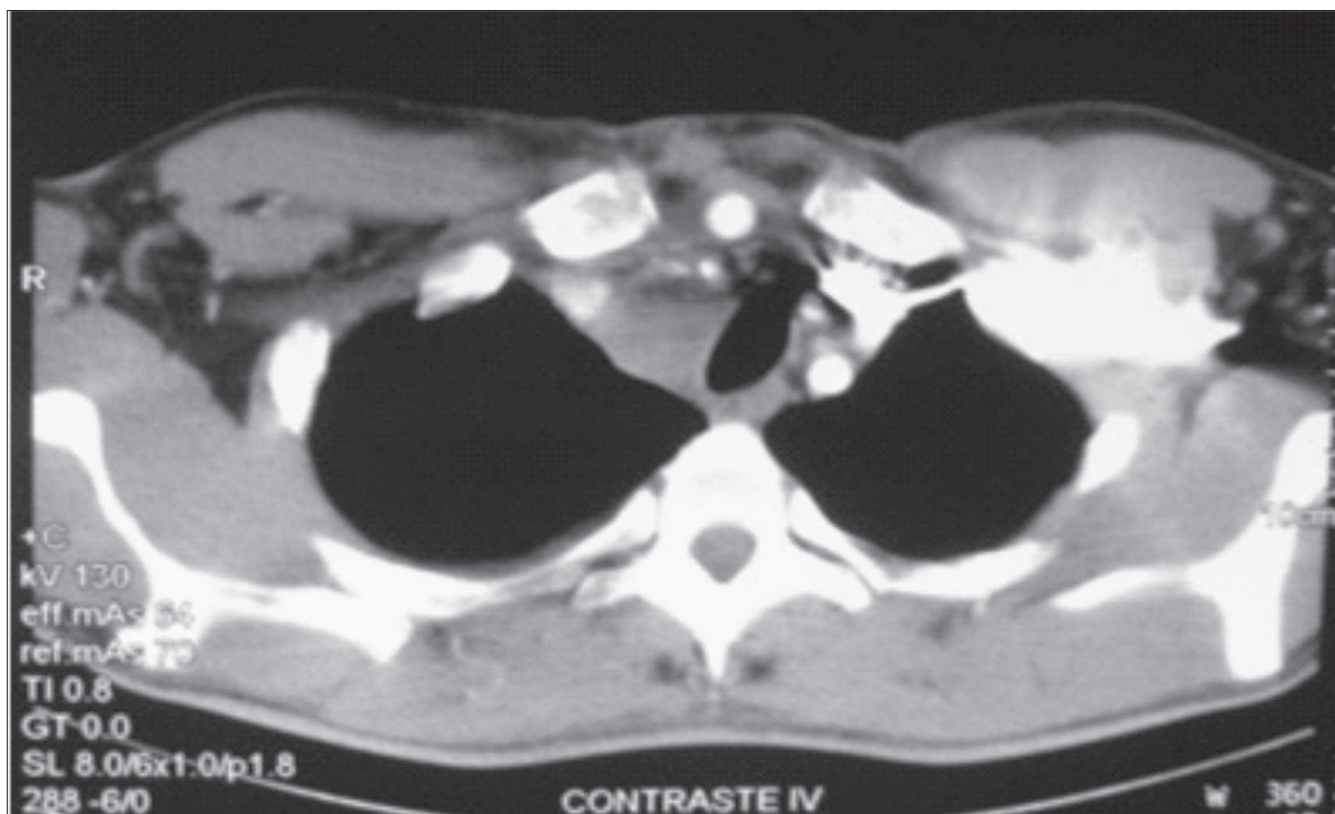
TC tórax com contraste pós-cirúrgico revelando descompressão em nível traqueal
